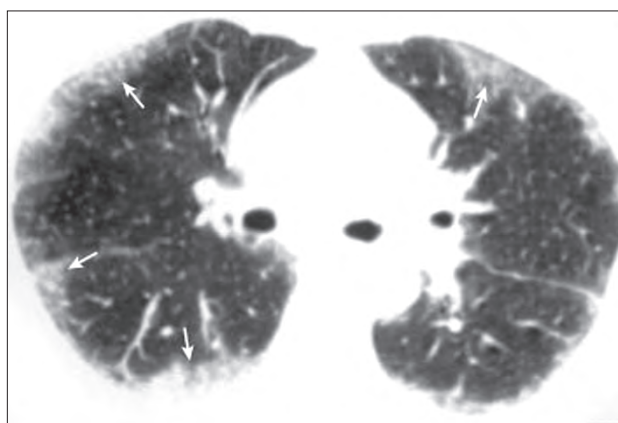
Нитрофурантоин-индуцированный интерстициальный пневмонит. Компьютерная томограмма грудной клетки показывает двусторонние пятнистые субплевральные тени по типу «матового стекла» (стрелки), что соответствует картине неспецифической интерстициальной пневмонии [12]
